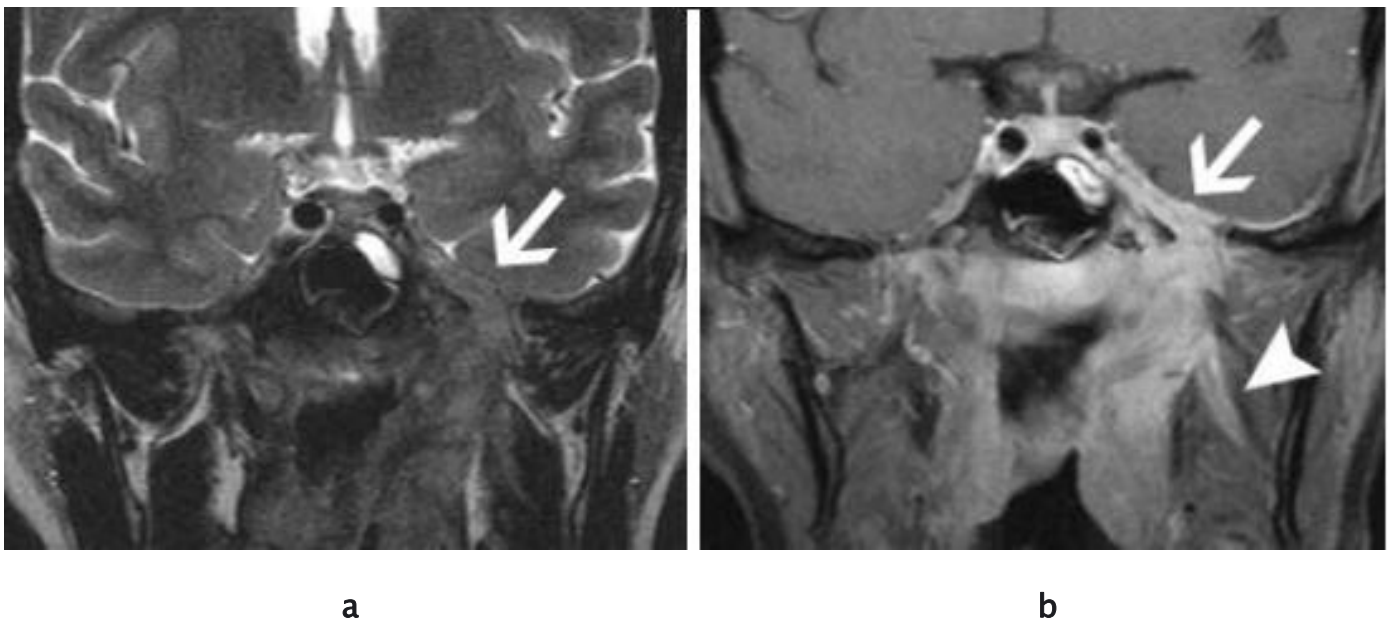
IRM objectivant une extension intracrânienne et nerveuse d'un cancer du cavum : Stade T4.
